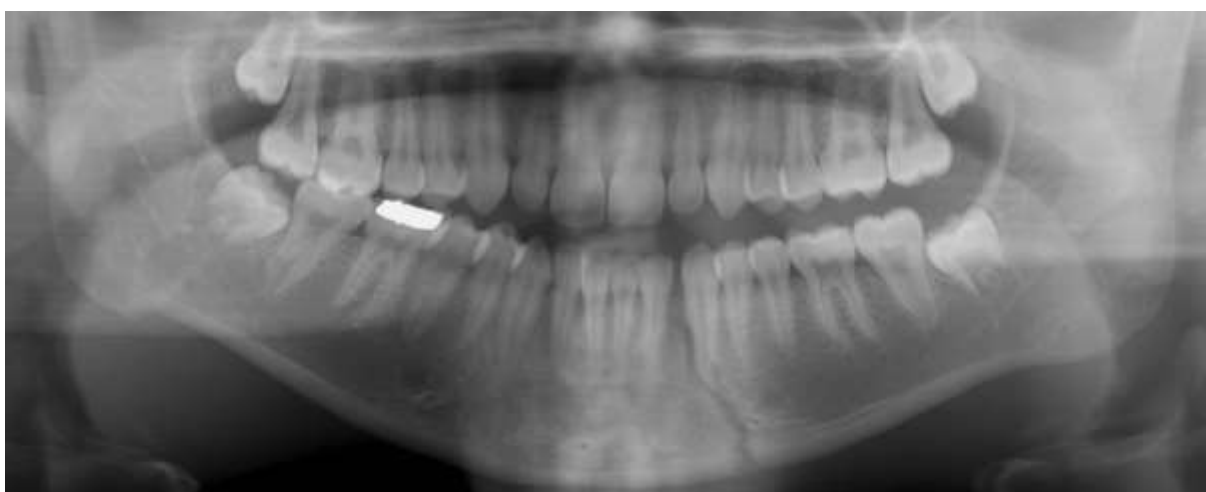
Radiographie panoramique objectivant une fracture mandibulaire [13].
